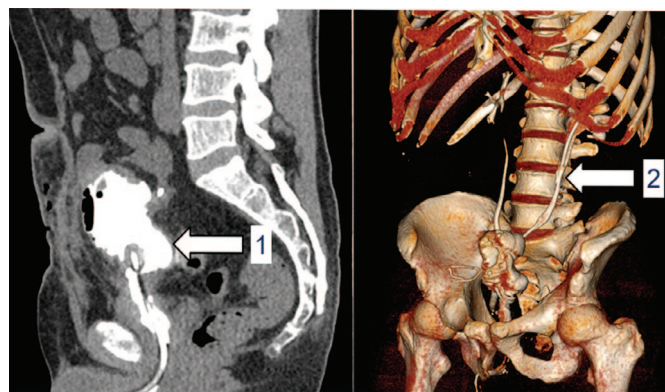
Больной Ж. КТ мочевыводящих путей с контрастным усилением после операции: 1 – увеличение емкости мочевого пузыря, 2 – внутренний стент в левом мочеточнике
